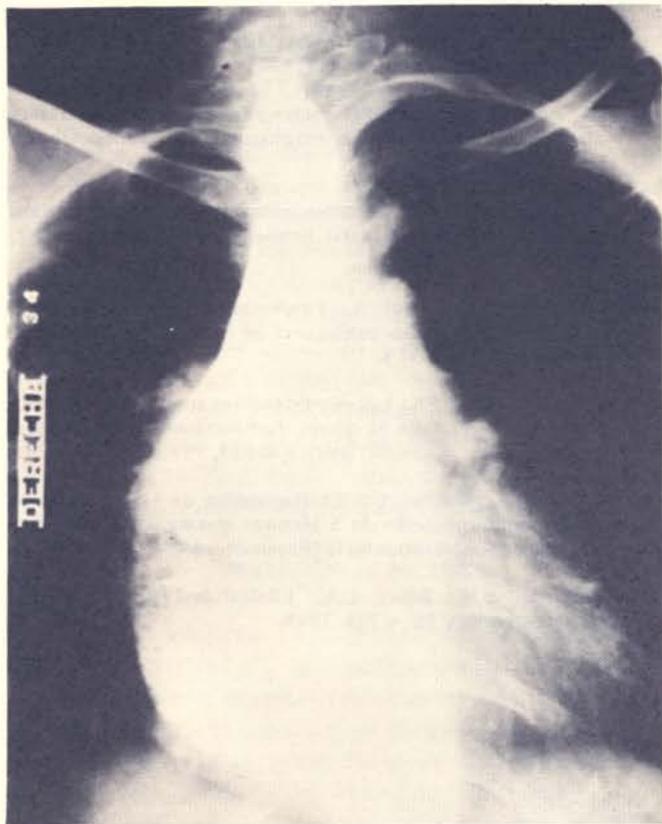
Radiografía preoperatoria de una de las pacientes operadas por acalasia tipo II.
